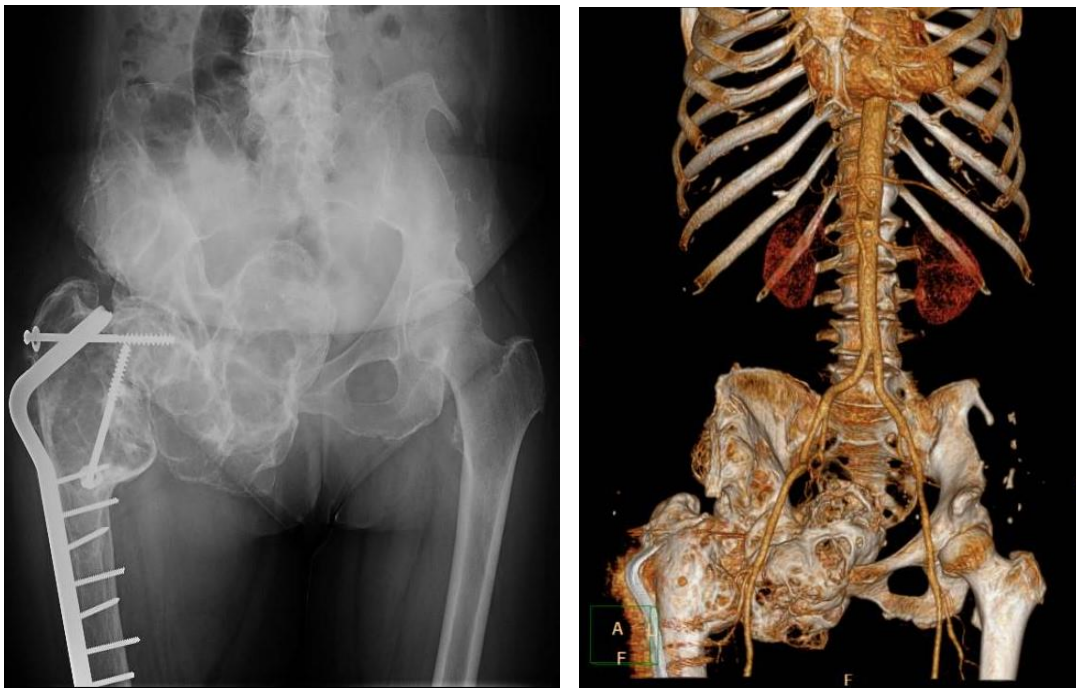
Displazie fibroasă – aspect radiologic (stânga), aspect CT – reconstrucție 3D (dreapta)
